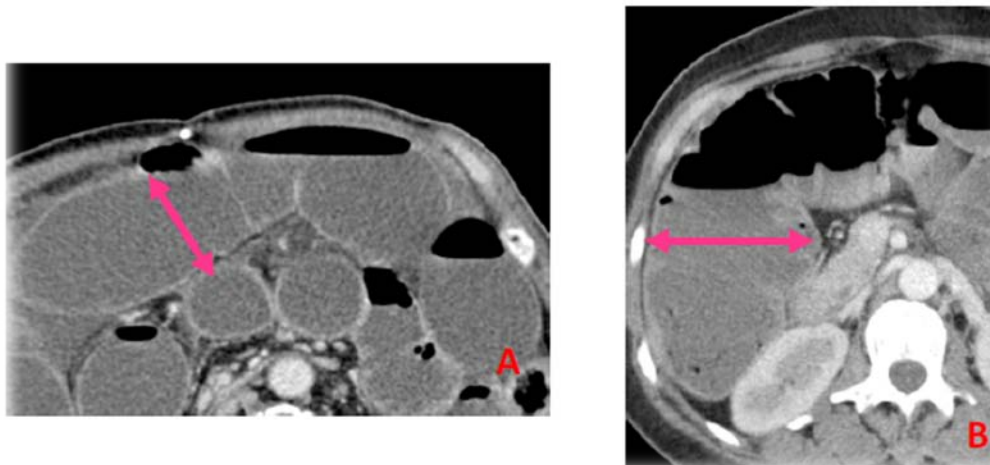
TDM C+ en coupes axiales : Distension intestinale, la mesure se fait de paroi à paroi : A: Intestin grêle >25mm B: Colon > 60mm
